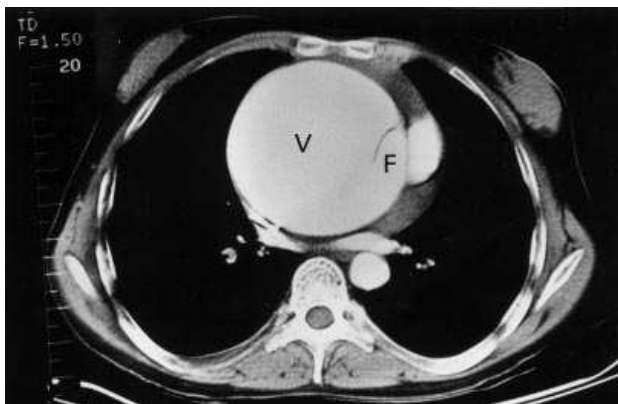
TAC torácica con contraste: se observa la gran diferencia entre los diámetros de la aorta ascendente y descendente, con la imagen del colgajo intimomedial de disección en la aorta ascendente, que separa la verdadera luz (V) de la falsa (F).
